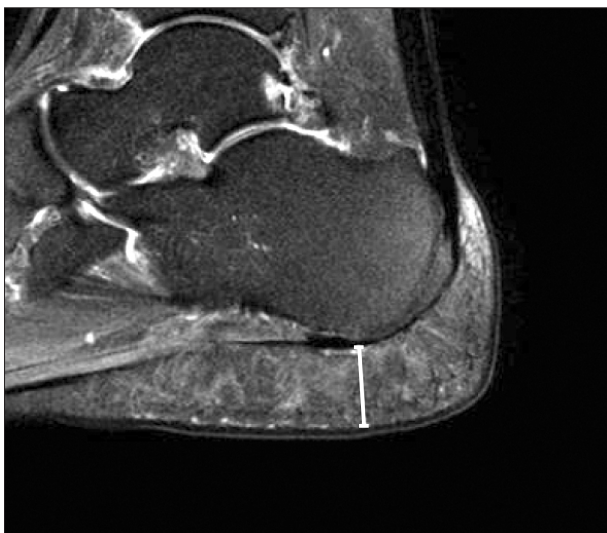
Heel pad thickness was measured from medial calcaneal tuberosity of calcaneus to the boundary between superficial fat pad and dermis on sagittal T2-weighted magnetic resonance imaging.
